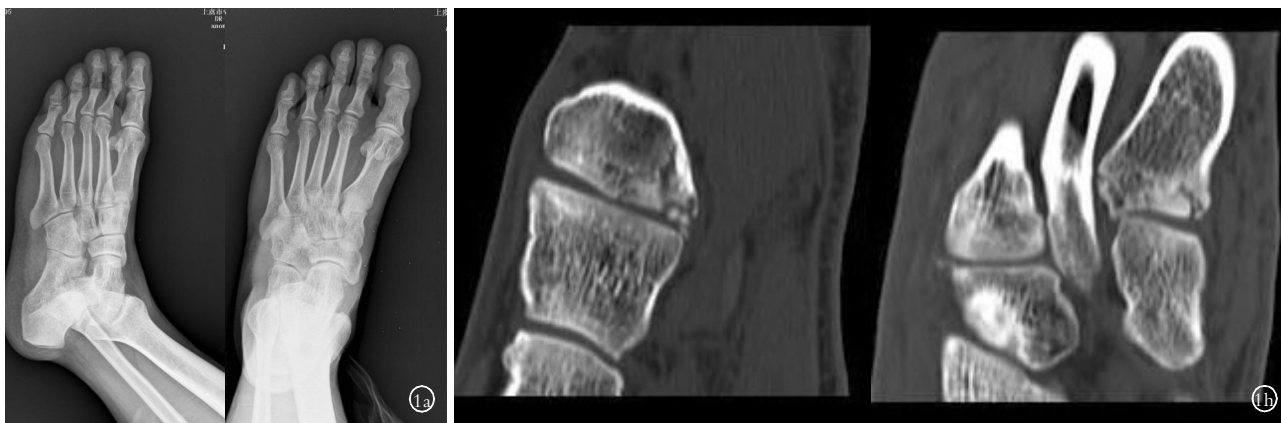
患者,男,54 岁,扭伤致左足肿痛 1a.左足斜位及正位 X 线片未见骨折 1b.患者疼痛不减,13 d 后复查 CT 示左足第 1 跖骨基底骨折
